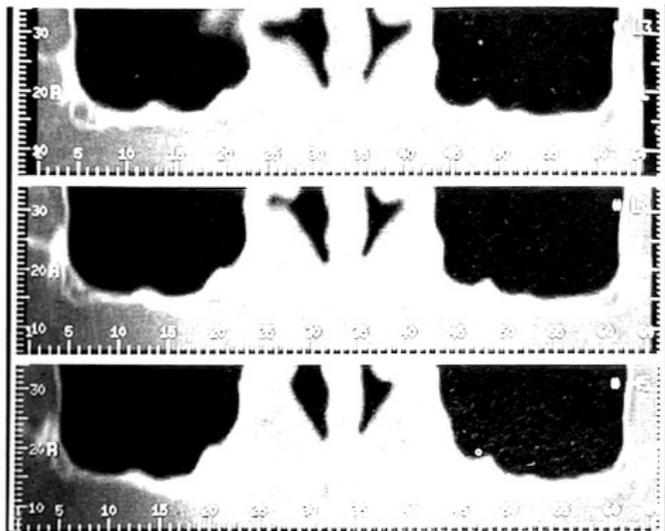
Comparazione delle immagini TC del mascellare superiore prima e dopo il trattamento chirurgico
